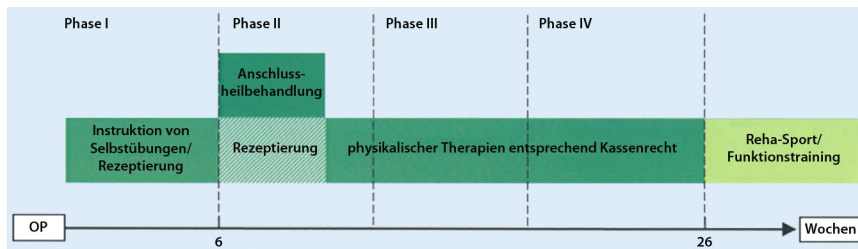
▲ Beispielhafter Zeitstrahl der Verordnung von Nachbehandlungsleistungen nach RM-Rekonstruktion. Nachsorgeleistungen sind über den Zeitraum von 6 Monaten nach der Operation im Kassenrecht verordnbar. Eine Anschlussheilbehandlung wird erst mit Beginn der Phase II ab der 6. postoperativen Woche empfohlen, für diesen Zeitraum sind die Rezeptverordnungen auszusetzen (schraffiert)
